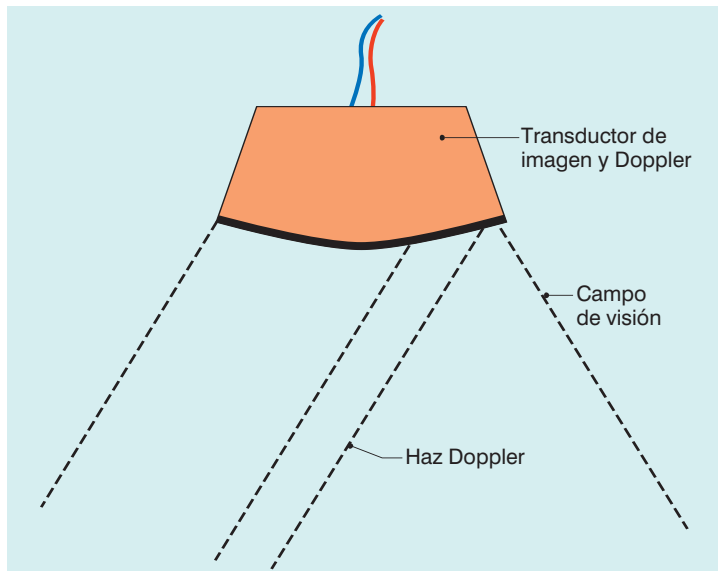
Sistema dúplex que combina el modo B en tiempo real y un haz Doppler de posición variable a través del campo de visión del modo B.
